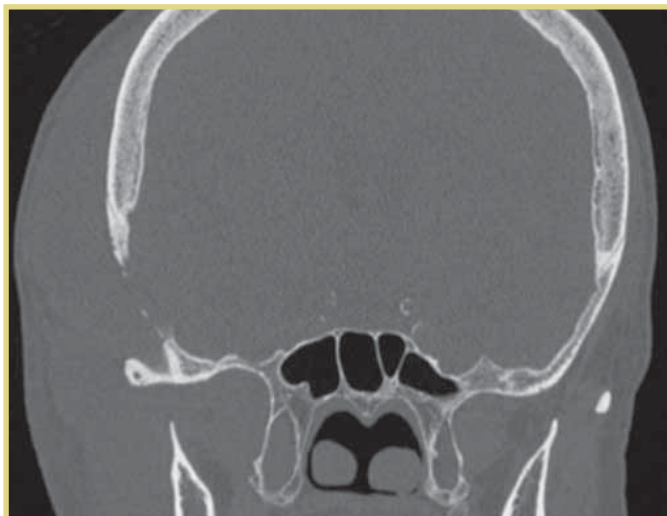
То же наблюдение. КТ височных костей. Фронтальная проекция. В области чешуи правой височной кости — деструктивный процесс с обнажением твердой мозговой оболочки
